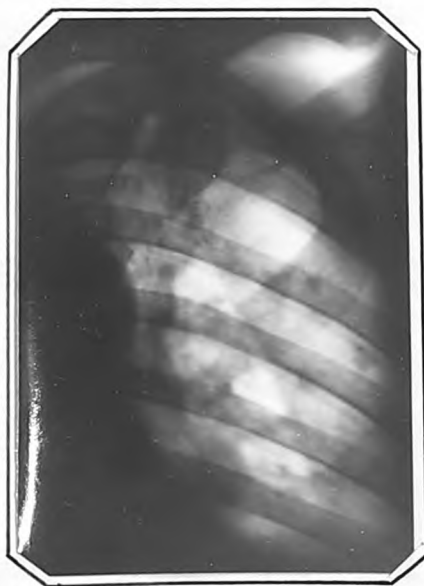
Прицельная рентгенограмма т.Л,эт того
